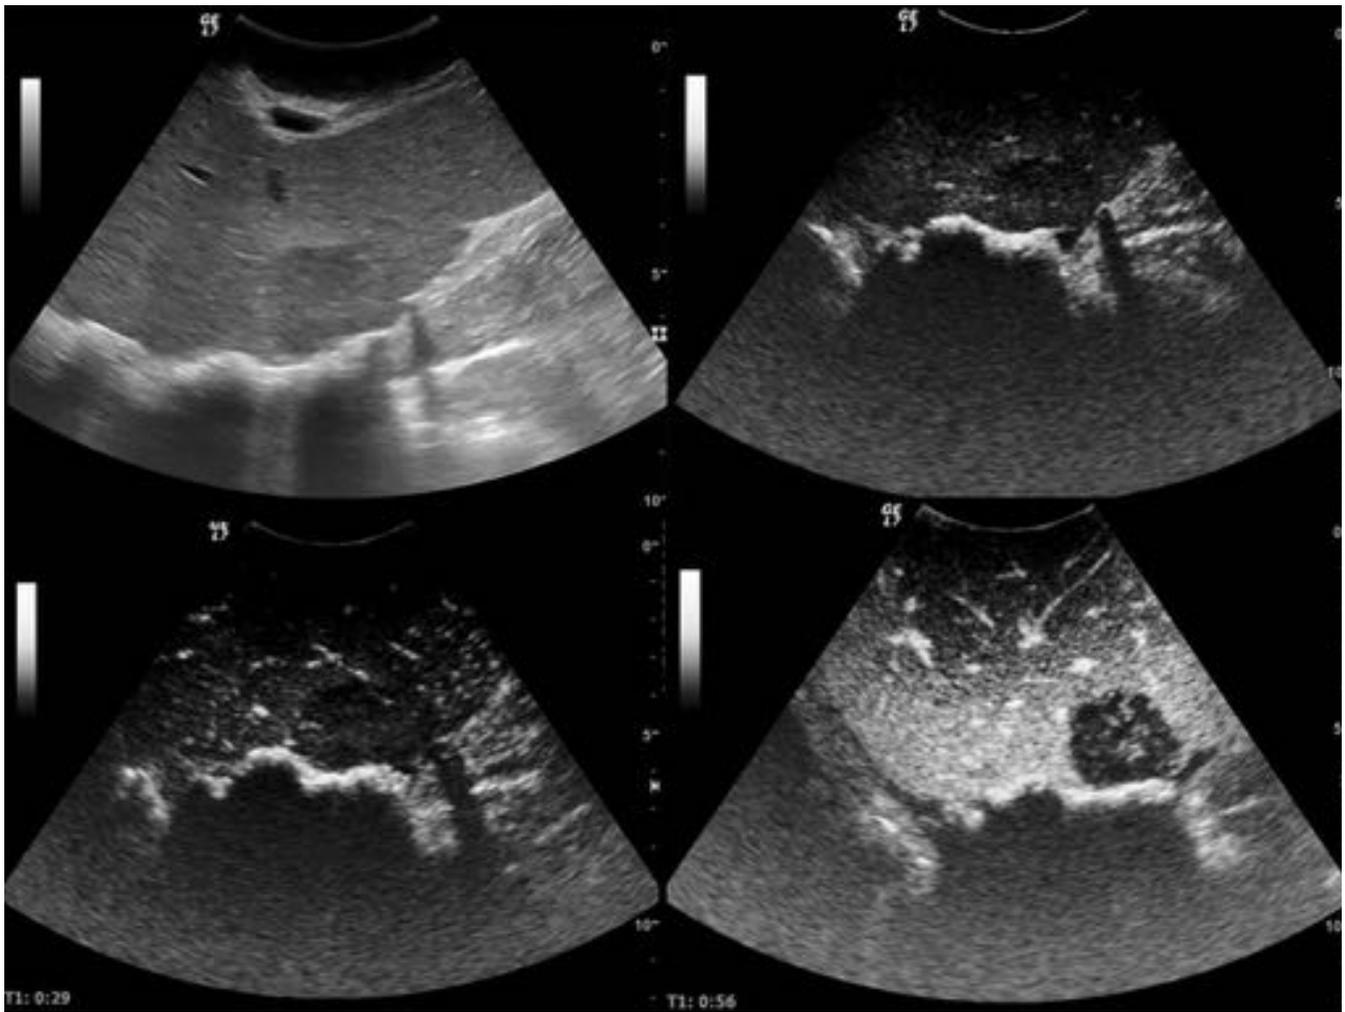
Comportamiento típico de metástasis hepática hipovascular. Ecografía intraoperatoria basal y tras administración de contraste ecopotenciador. Lesión focal hepática en la transición de los segmentos IVA y VIII, hipoeoica e hipocaptante con respecto al resto del parénquima hepático tras administración de contraste.
